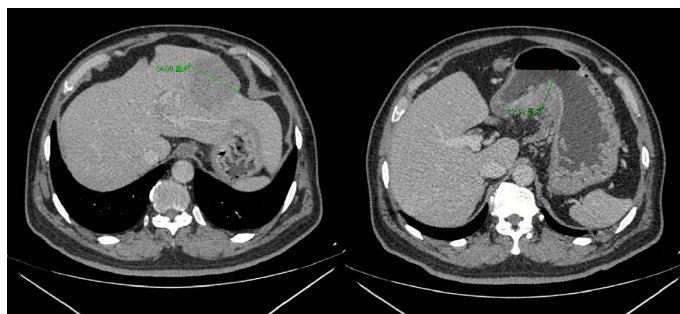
Augmented CT image of the upper abdomen on June 17, 2022. Left 1 is the diameter of the tumor in the left lateral lobe of the liver, left 2 is the thickness of the gastric wall at the lesser curvature
